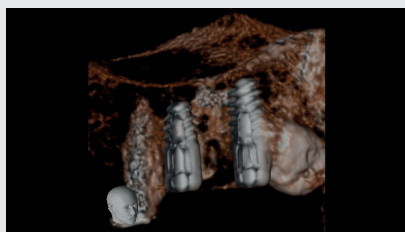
TAC Cone Beam a FOV ridotto lungo l'asse Y
